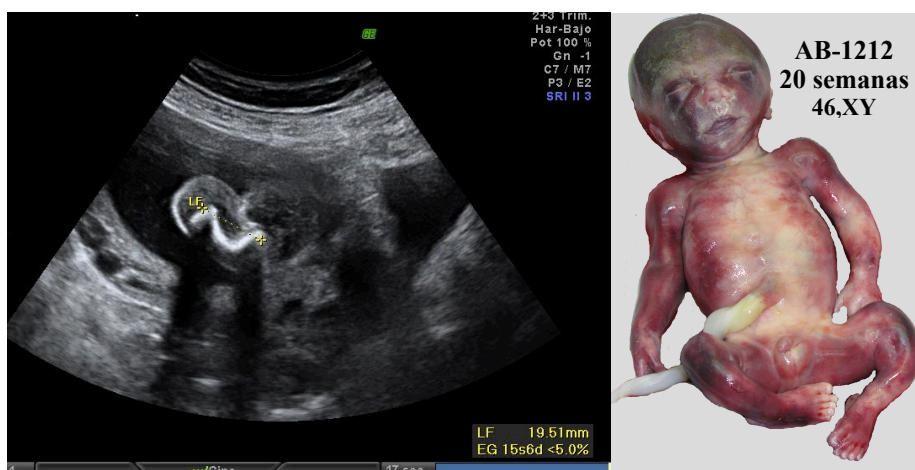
Ecografía y fotografía del caso AB-1212.
